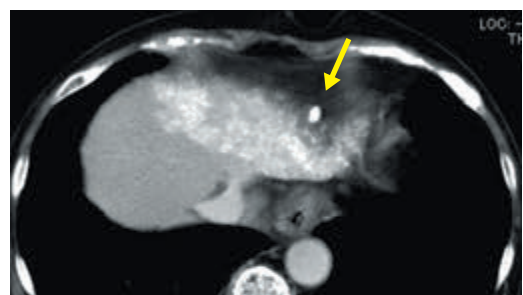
評価CT像。標的結節は凝固マージンを取り凝固されていた。特に合併症は認めなかった。
